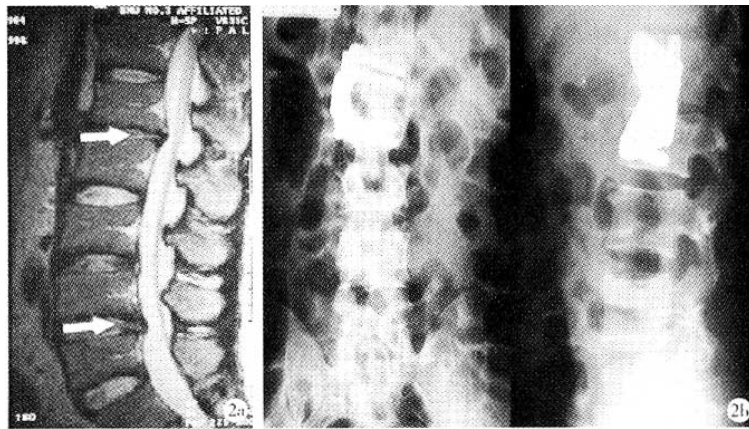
患者,男性,34 岁, MRI 显示为 L_{1-2} 合并 L_{4-5} 椎间盘突出(白色箭头所示),经详细物理检查和进一步行椎间盘造影后,确定引起临床症状的主要椎间盘为 L_{1-2} ,并行手术治疗,术后疗效满意; 图 2b 同一患者的术后 X 线平片正、侧位像,显示 L_{1-2} 椎间盘切除术后椎间植骨和内固定位置良好
